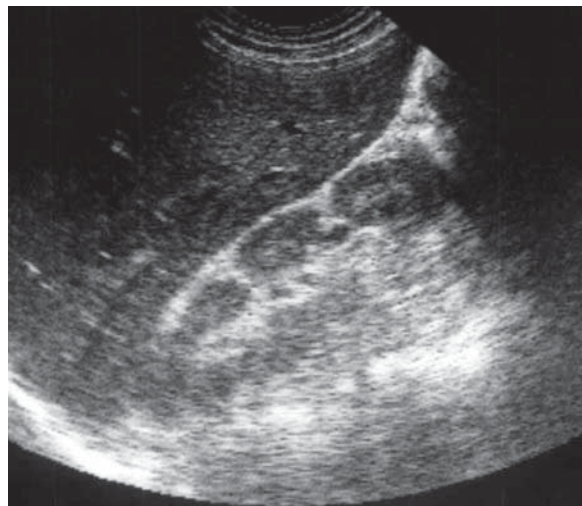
Defect de fuziune. Ecografie. Secțiune longitudinală
